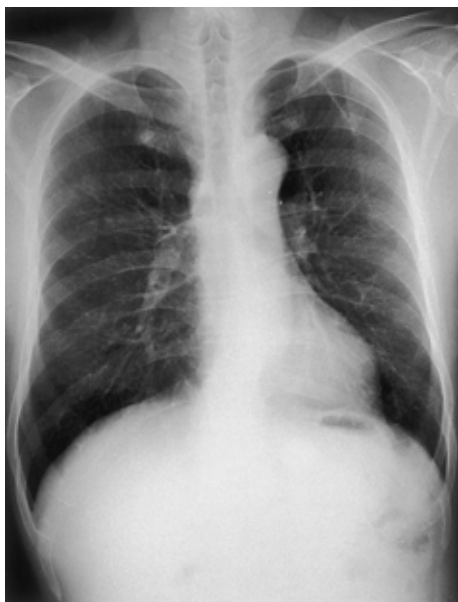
Chest X-ray film obtained on admission, showing two calcified nodules in the hilum.
